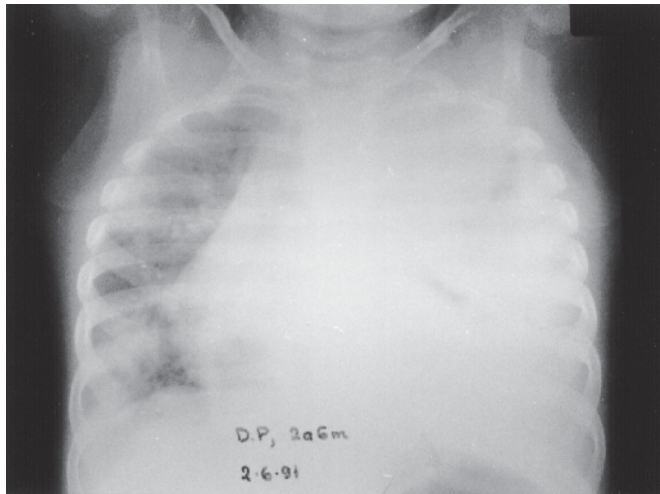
Radiografia de tórax evidenciando condensação em todo o pulmão esquerdo e na base pulmonar direita e derrame pleural esquerdo
